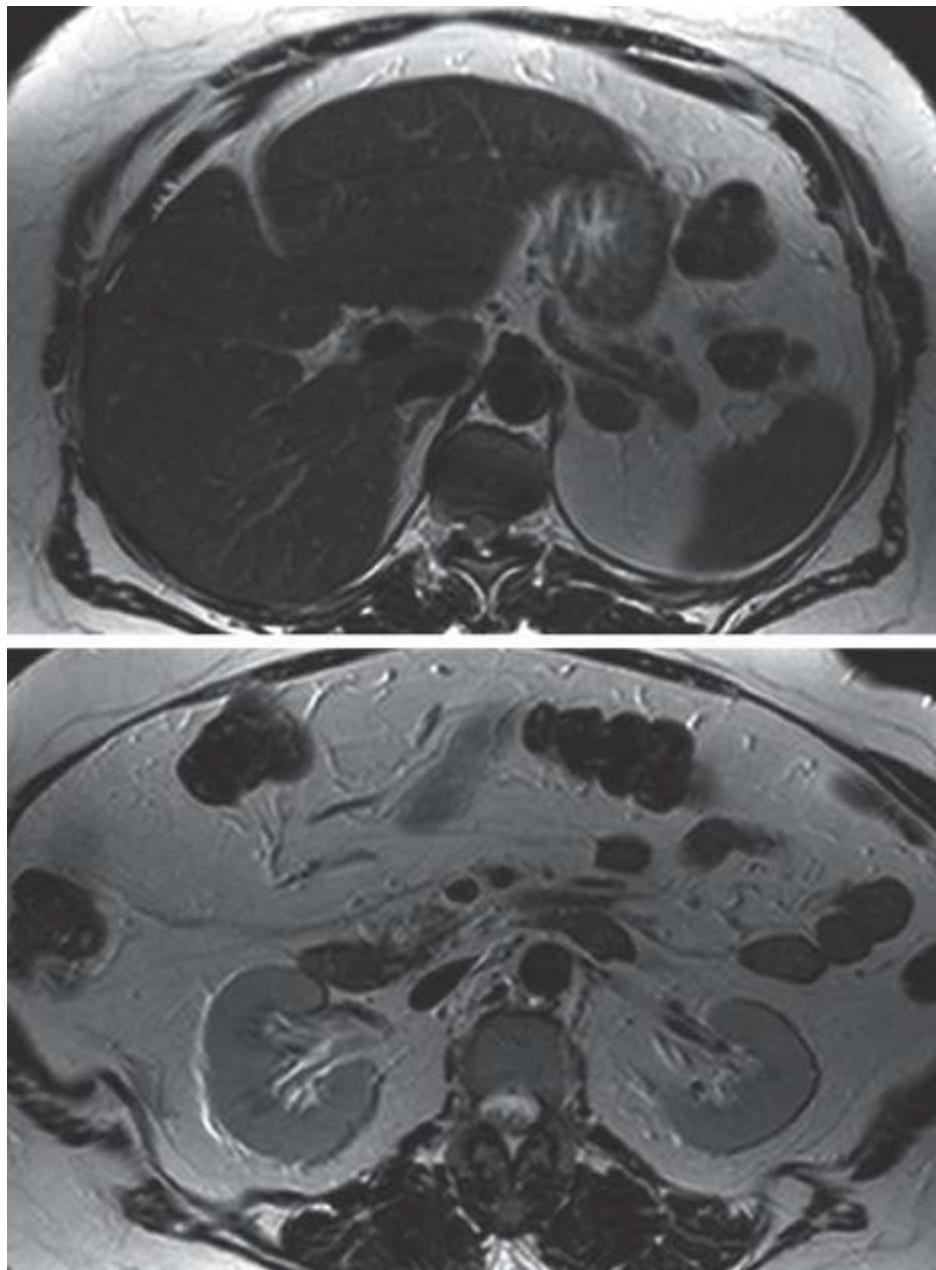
Imagens axiais de ressonância magnética ponderadas em T2 de um paciente obeso demonstrando desproporção entre a circunferência abdominal e o campo de visão com consequente exclusão das estruturas mais periféricas.
